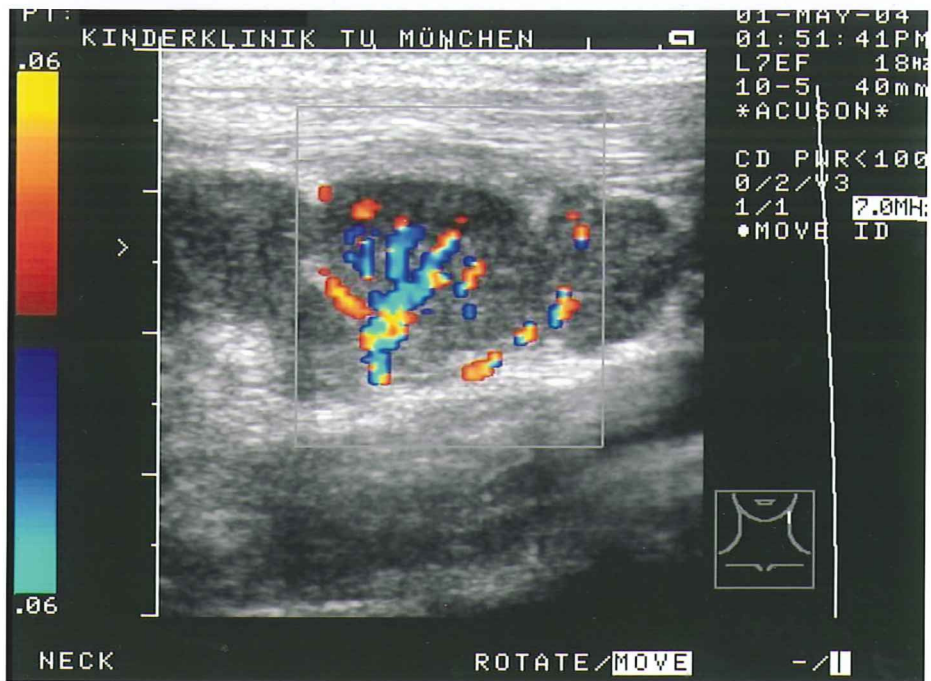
(9 Jahre, männlich) Längsschnitt Hals links: ovaläre Raumforderung von mittlerer Echogenität. Bäumchenartige Aufzweigung der Hilusgefäße in der Farbkodierten Duplexsonographie. Diagnose: Lymphadenitis colli
